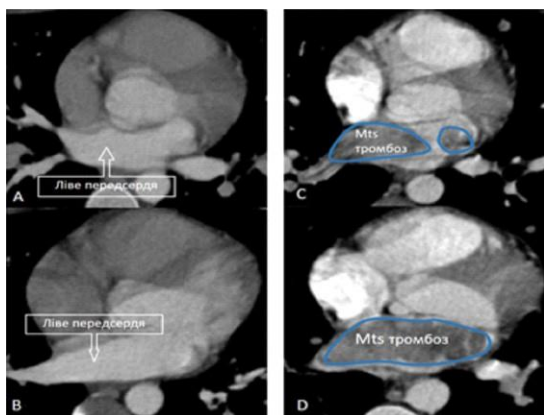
Контрастні КТ-зображення у аксіальних площинах (А; В С, D); ліве передсердя без патологічного ураження (А; В) – 13. 07. 2021 р.; mts тромбоз лівого передсердя (С; D) – 03. 06. 2023 р.
